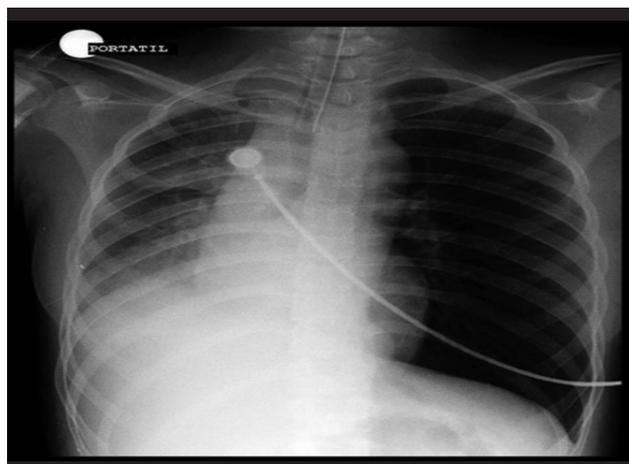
Radiografía de tórax paciente en ventilación mecánica.
